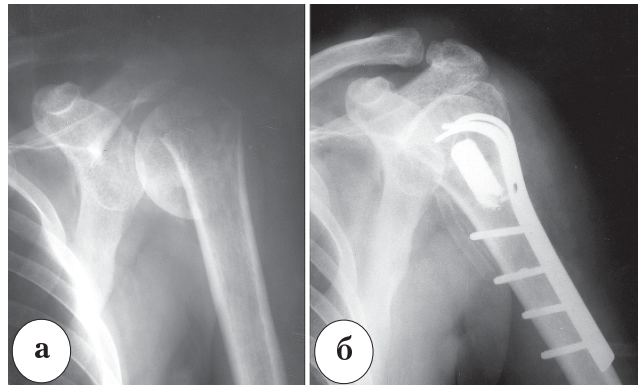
Рентгенограммы пациента Г., 29 лет, с внесуставным бифокальным переломом проксимального сегмента плечевой кости (тип В2): а – до лечения; б – через 2 года после реконструктивной операции. Костный дефект восполнен пористым материалом, остеосинтез выполнен пластиной с эффектом памяти формы
